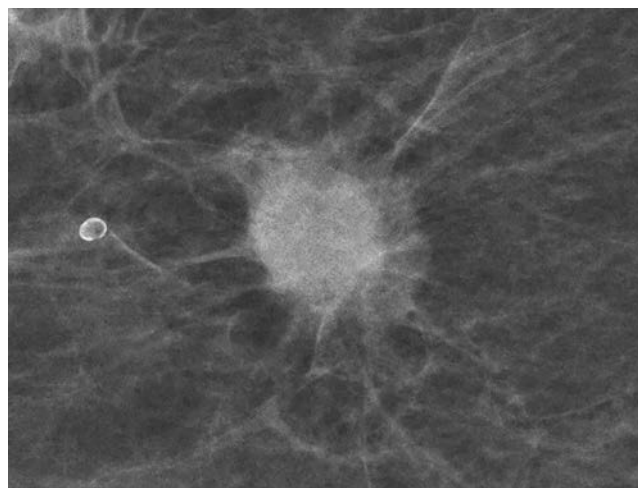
Прицельная маммограмма: объемное образование, окруженное спикулами. При подобной картине высока вероятность того, что это инвазивная карцинома. УЗИ в данном случае подтвердило это.
